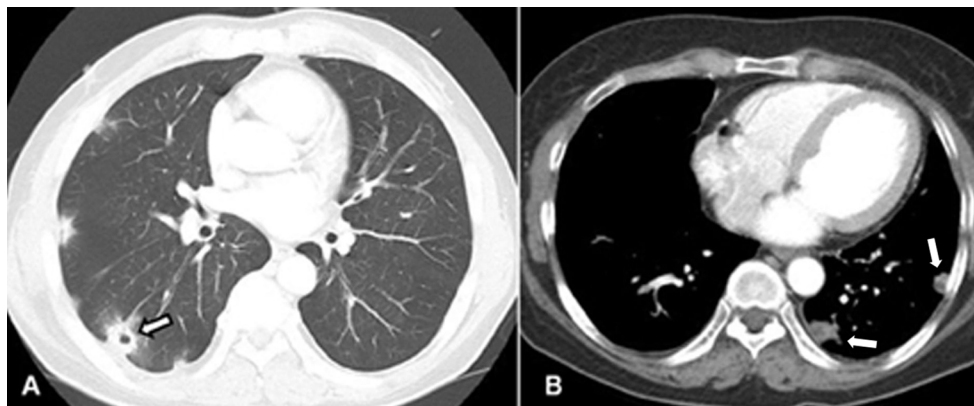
A: computed tomography of the chest demonstrates multiple nodular or non-nodular infiltration, one of which is cavitated, in a 74-year old man with chemo-port infection and SPE. Note subpleural cavitary nodule and feeding vessels in the right lung (arrow). B: computed tomography of the chest shows two subpleural nodules with central necrosis in a 50-year old woman with periodontal abscess and SPE.
